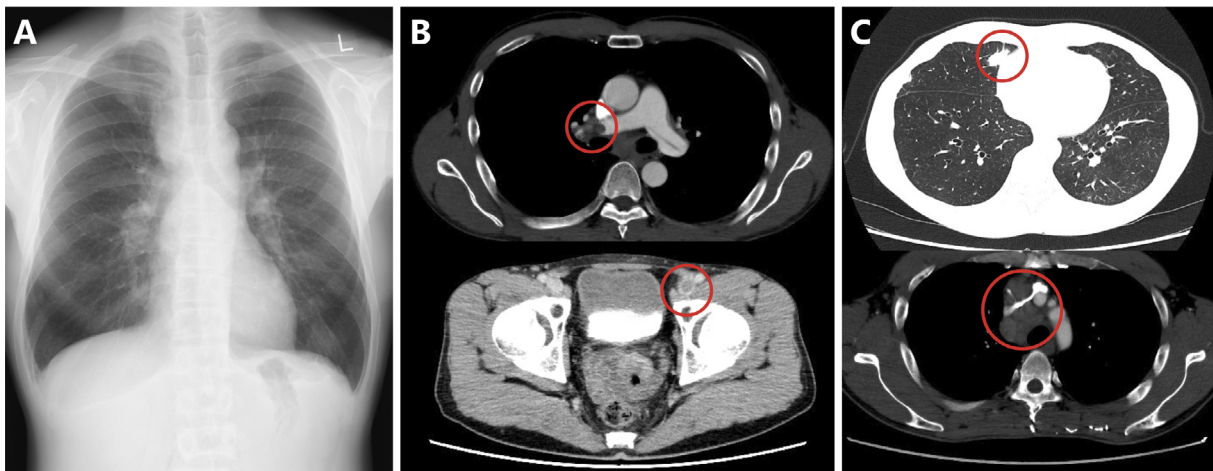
Computed tomography (CT) and chest radiography findings on admission. (A) Chest radiography shows an enlarged mediastinal shadow. (B) Contrast-enhanced CT shows a thrombus in the right pulmonary artery and left femoral vein. (C) Chest CT shows a nodular shadow in the right middle lobe and mediastinal lymph node (#3a and #4R) swelling.
